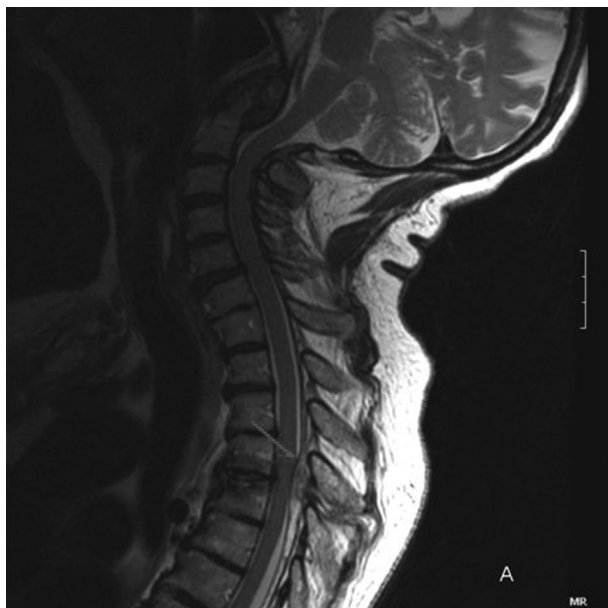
RM en la que se observa un hematoma epidural posterior D3-D6 con una extensión longitudinal aproximada de 7 cm. Obliteración del espacio subaracnideo posterior totalmente a nivel de D3 y D4 con moderado efecto masa sobre el cordón medular.
